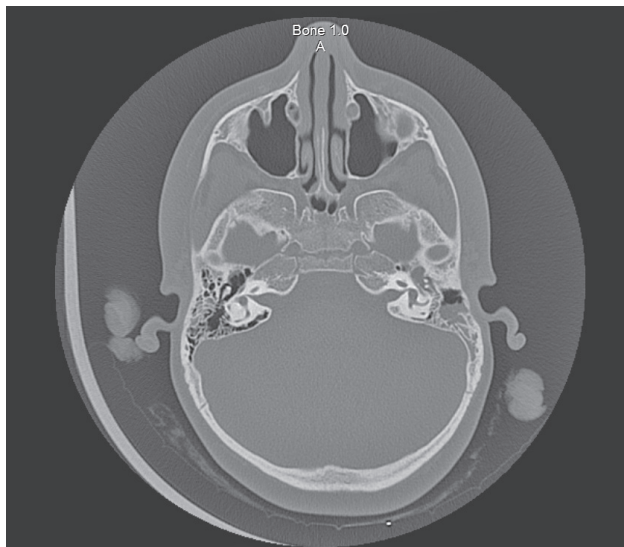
КТ скроневих кісток після санувальної операції на лівому вусі. Ознаки двобічного секреторного отиту, лівобічного мастоїдиту
